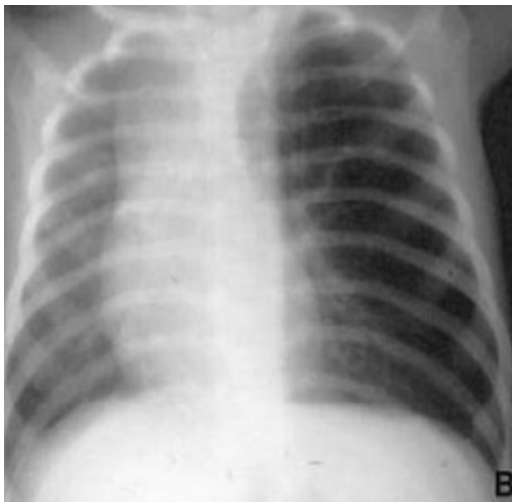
Radiographie thoracique de face montrant un aspect d'emphysème à gauche, présence de vaisseaux dans l'hyperclarté signant sa nature parenchymateuse pseudopneumothorax. Source [54].
